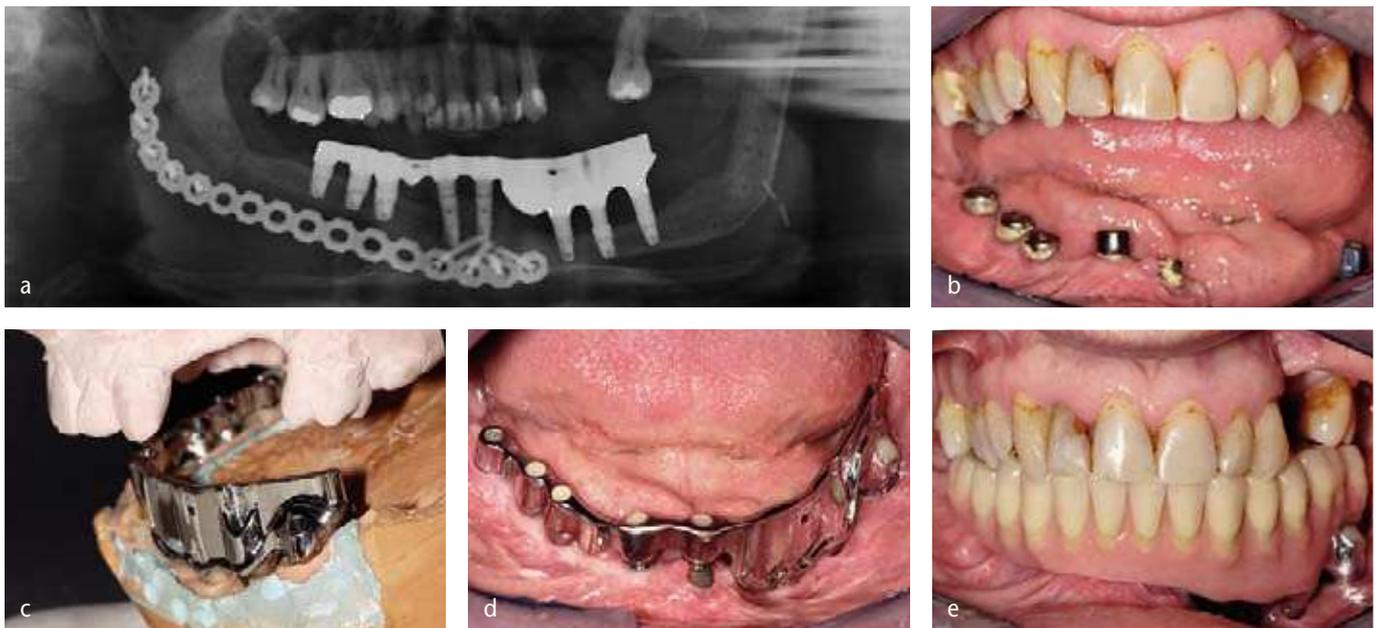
Este paciente de 40 años perdió gradualmente la mayor parte de su maxilar inferior. La zona ósea de los dientes posteriores ha sido reconstruida mediante un trasplante fibular, a la izquierda en la rama ascendente. Sólo por anterior queda una pequeña parte del hueso original del maxilar inferior. En la zona de los dientes posteriores, el paciente recibió tres implantes tanto a la derecha como a la izquierda, y dos en el frente. La radiografía muestra la construcción protésica implantológica con dos barras fresadas separadas entre sí. La separación distal del 42 fue necesaria porque, pese a la placa de reconstrucción, el maxilar inferior se torcía fuertemente al abrir y cerrar. Se aprecia claramente la diferencia en la altura de la barra. b Clínicamente, la diferencia de altura es aún más llamativa. A la derecha existe un espacio normal para la arcada dentaria superior, a la izquierda un espacio excesivo. Además se puede adivinar que el punto de paso del último implante izquierdo se sitúa en el carrillo, y que los dos implantes delante de éste se sitúan bajo el suelo de la boca. Así mismo, se observan placas pronunciadas en los implantes. A menudo, esto es atribuible al hecho de que la mucosa alrededor de los implantes duele mucho al contacto, y por lo tanto inicialmente los pacientes no limpian lo suficiente. c El objetivo es establecer mediante la mesoestructura una igualación de la altura con respecto al plano oclusal, así como, en las zonas en las que los implantes obstaculizan potencialmente la movilidad del carrillo o de la lengua, configurar la base de la barra de forma similar a un puente, dado que la prótesis removible no debería presentar aquí ningún contacto con la mucosa. La porción removible se cierra en un resalte modelado en la barra. El asiento sin tensiones se logró mediante la electroerosión por chispas⁹. Debido a las dimensiones desfavorables de la barra y a su envergadura, la utilización de una aleación sin metales nobles es ventajosa en virtud de su mayor rigidez a la torsión. d La barra colocada en boca no entorpece el movimiento del carrillo ni estorba al suelo de la boca. En el lado izquierdo, las superficies redondeadas se ciñen a la mucosa oral. Los orificios de los tornillos, los cuales están cerrados con resina, intensifican este efecto sobre todo en la parte posterior izquierda. La aleación sin metales nobles posee clínicamente la ventaja de que presenta una mejor acumulación de placa y es fácil de limpiar. e Es evidente que, a la izquierda, la prótesis removible no entra en contacto con la mucosa por basal. Así mismo, la sobreestructura no debe solapar el último implante por la izquierda. De lo contrario, el paciente probablemente se pillaría el carrillo cada vez que se colocara la prótesis. En consecuencia, es preciso asegurarse de que todo esté redondeado. En el siguiente paso se debe tratar el maxilar superior (prótesis: maestro en prótesis dental Kai Popall).
